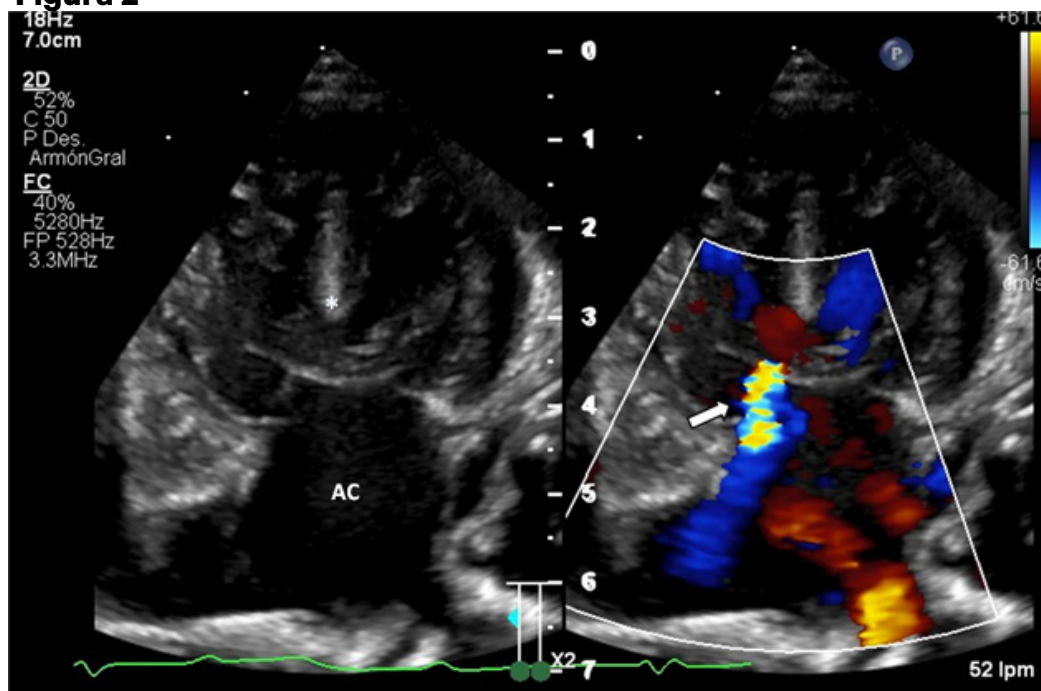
Vista apical cuatro cámaras. Se observan ambas aurículas con morfología izquierda, así como el defecto septal AV completo compuesto por: atrio común (AC), comunicación interventricular de entrada (*) y válvula AV común. Al aplicar Doppler color, se identifica un *jet* excéntrico de insuficiencia (flecha) proveniente de la porción derecha de la válvula AV común, así como el flujo de entrada de las venas pulmonares hacia la porción izquierda del atrio común. AV: auriculoventricular.
